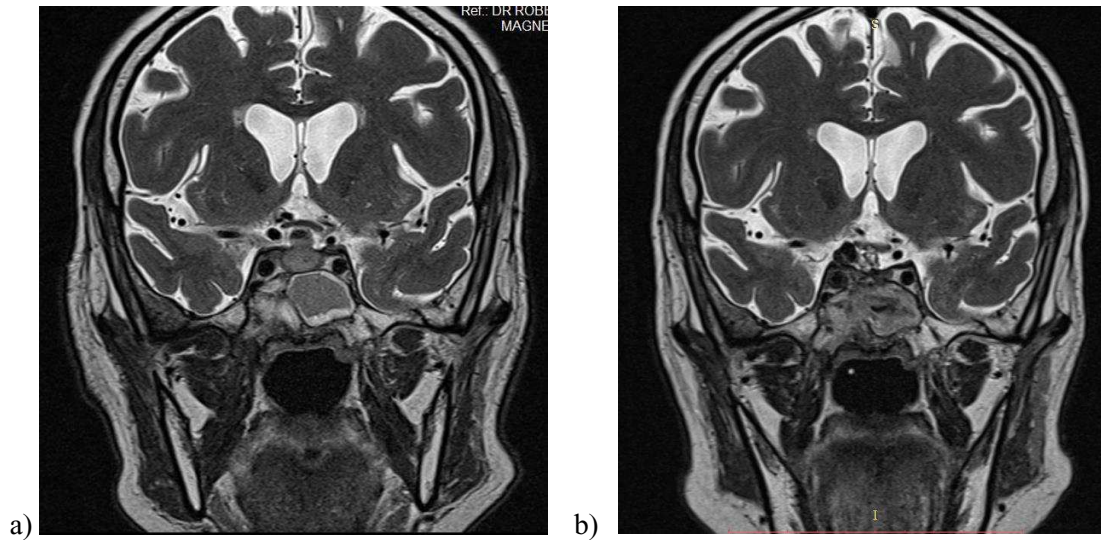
a) Corte coronal Secuencia T2 en la que se visualiza hiperintensidad y engrosamiento de la mucosa del seno esfenoidal y ocupación por contenido isointenso con la sustancia gris lo que estaría en relación con contenido proteináceo posiblemente pus, mismo que se observa en la región selar, observándose que dicho material se amolda a la silla y se proyecta supraselar respetando delimitaciones con estructuras adyacentes, impresionando ocupación líquida misma que arquea el quiasma óptico. Ventriculomegalia exvacuo y aumento de los espacios subaracnoideos de la convexidad estarían en relación con signos de atrofia cerebral. b) Resonancia realizada 2 meses después de la cirugía. Corte coronal Secuencia en T2 en la que ya no se visualiza hiperintensidad y engrosamiento del seno esfenoidal, el quiasma óptico ya no se encuentra comprimido.
